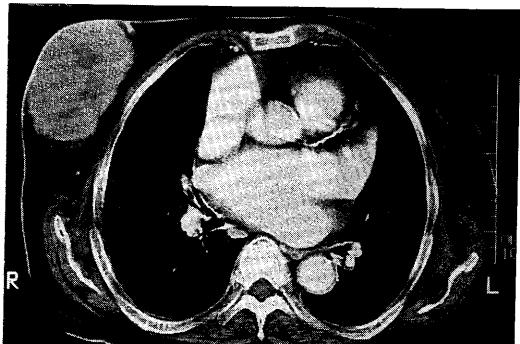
X-ray CT shows irregular margin and heterogeneous internal density. Low density area inside the mass suggests central necrosis. No calcification is apparent.
